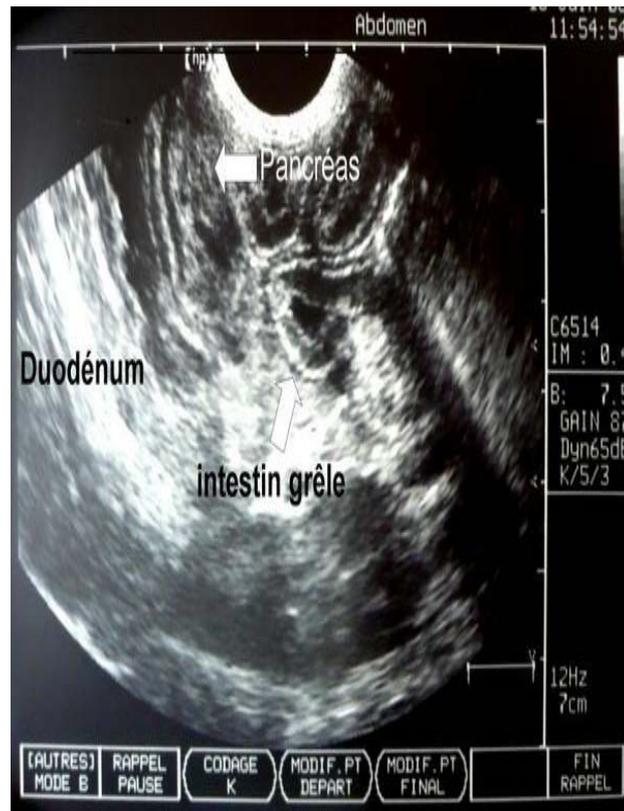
Image échographique montrant une infiltration du pancréas.
